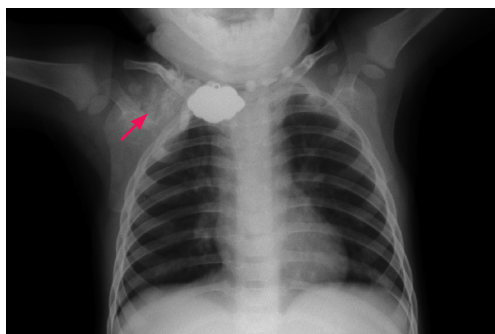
胸片X线检查 可见右肩胛骨区混杂高密度影, 内见条片状高密度影(箭头所示)。
